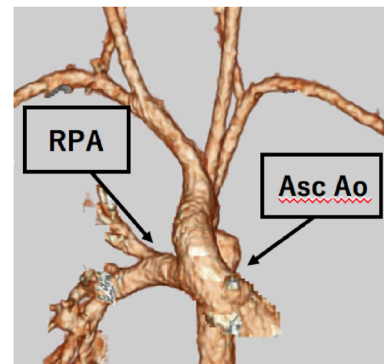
Preoperative enhanced computed tomography with 3D reconstruction in case 1
